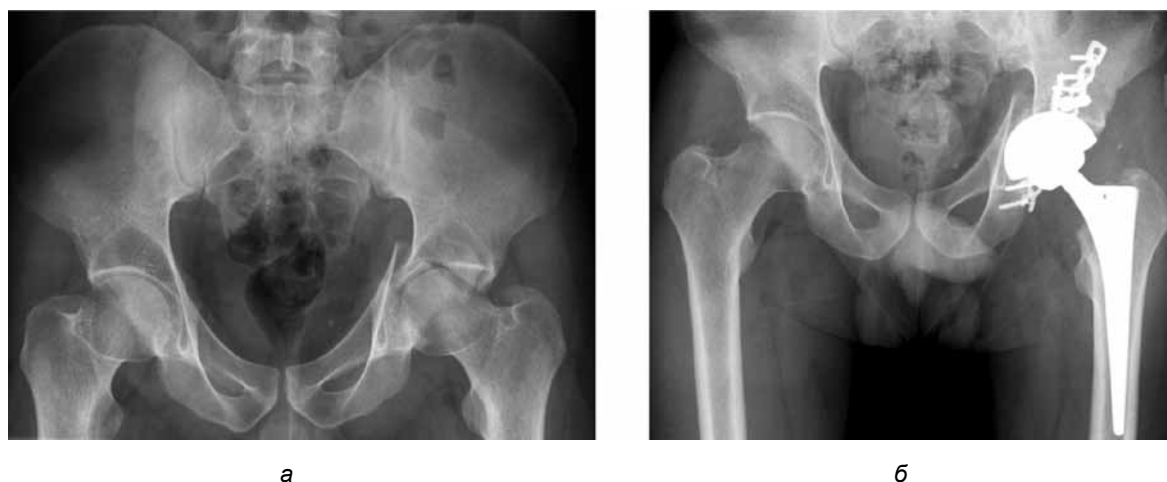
Тотальное эндопротезирование тазобедренного сустава и остеосинтез вертлужной впадины в одну операционную сессию во II подгруппе второй группы: рентгенограмма повреждения вертлужной впадины (а); рентгенограмма после операции (б)
